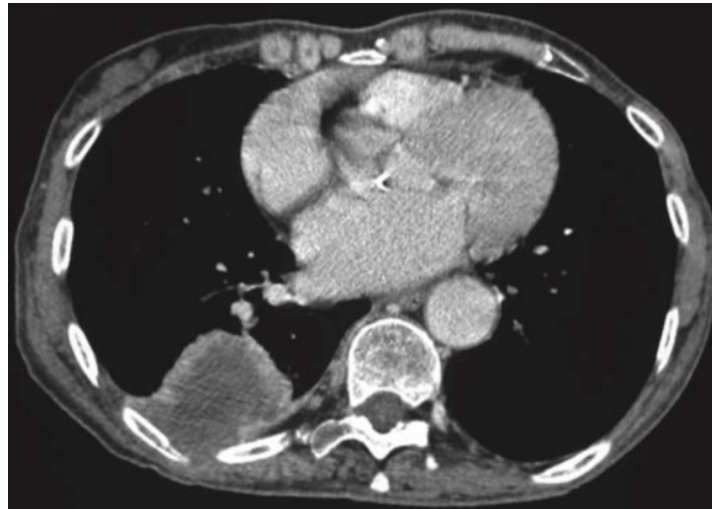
Tomodensitométrie (TDM) confirmant qu'une masse observée à la radiographie thoracique (CXR) est maligne en montrant une invasion de la paroi thoracique postérieure (Ian Hunt et al ; 2009).
